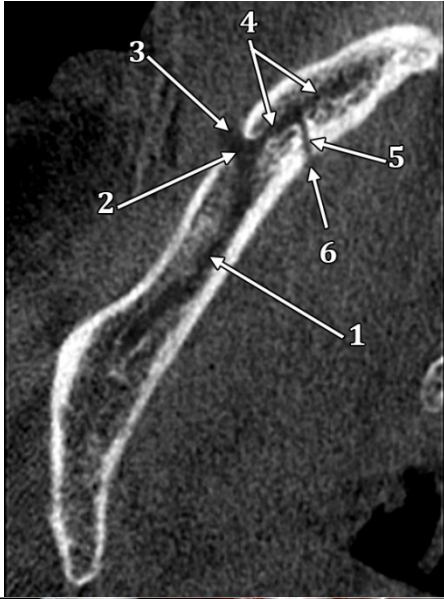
Secțiune CBCT transversală prin corpul mandibulei. 1.canal mandibular; 2.canal mental; 3.gaura mentală; 4.canal incisiv mandibular; 5.canal lingual lateral (traiect recurent din canalul incisiv); 6.gaură linguală laterală.
